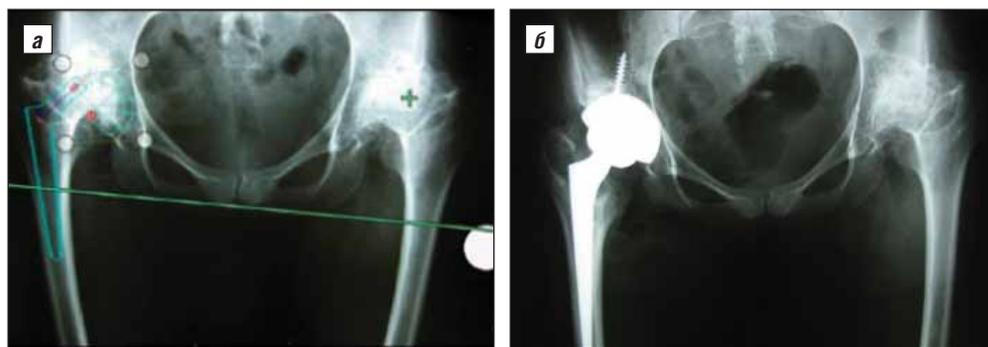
Протокол предоперационного планирования у пациентки М., 29 лет (а) и рентгенограмма (б) после операции
